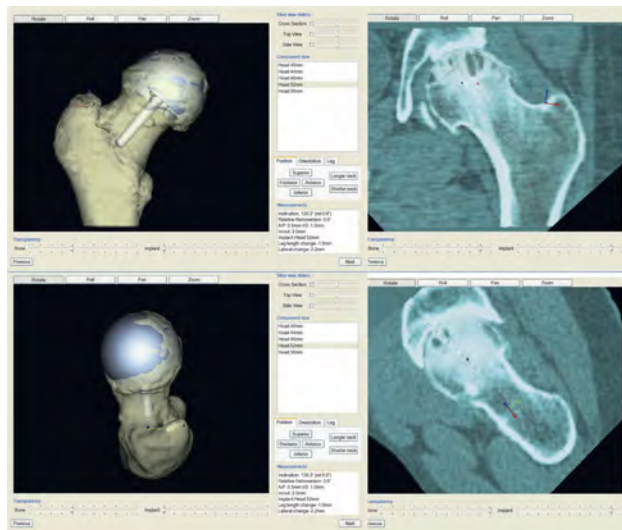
Navigation à partir d'une planification TDM(78)
